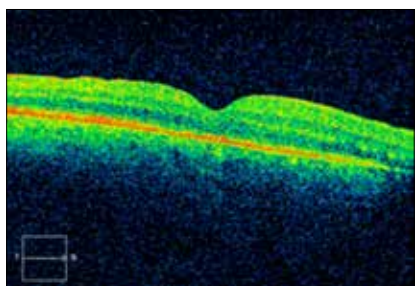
Оптическая когерентная томограмма пациента Д. через 1 мес. после операции
